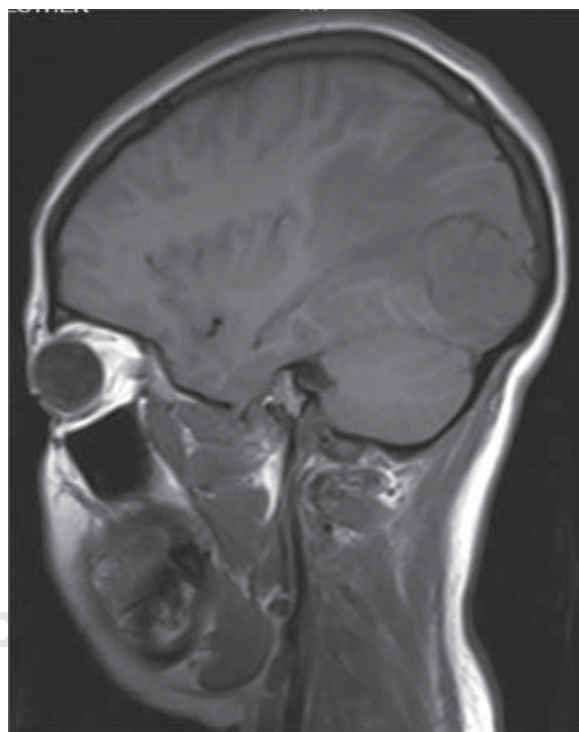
Imagen de resonancia magnética ponderada en T1, corte sagital, que muestra lesión sólida supratentorial en lóbulo occipital, correspondiendo a hemangioblastoma supratentorial en femenina de 26 años.
